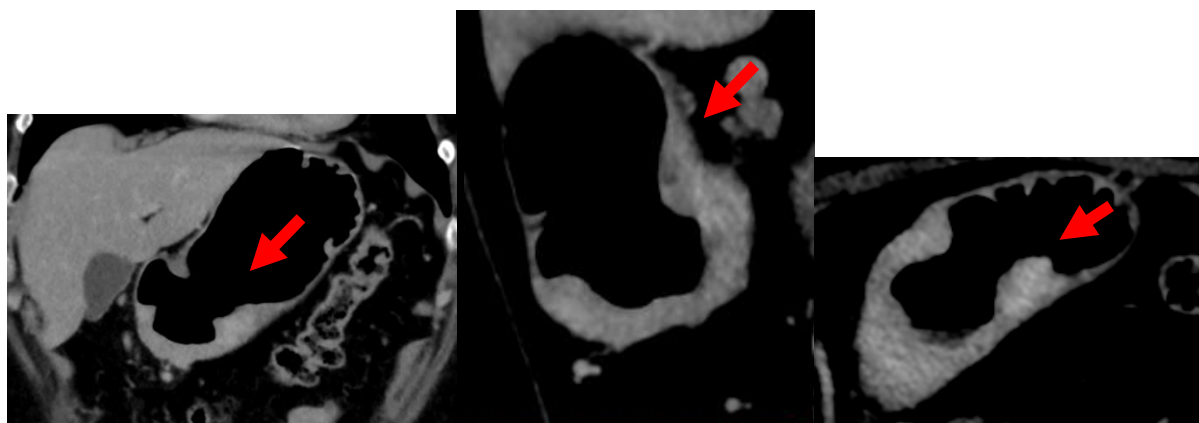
Смешанный тип по КТ-пневмогастрографии.
